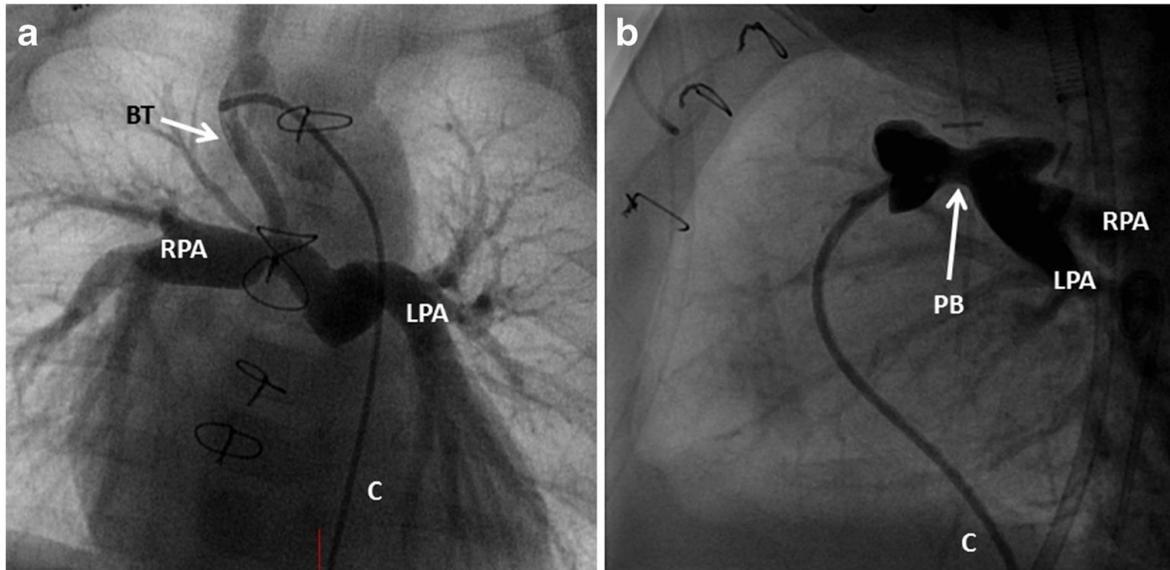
a) se observa fístula de Blalock-Taussig (flecha) uniendo la arteria subclavia derecha con la arteria pulmonar derecha. b) se observa banda colocada en el tronco de la arteria pulmonar. BT (fístula de Blalock-Taussig), RPA (Arteria Pulmonar Derecha), LPA (Arteria Pulmonar Izquierda), PB (Bandaje del Tronco de la Pulmonar). (Tomado de: Rao PS. Fontan Operation: Indications, Short and Long Term Outcomes. Indian J Pediatr. Diciembre de 2015; 82(12):1147-56.)
